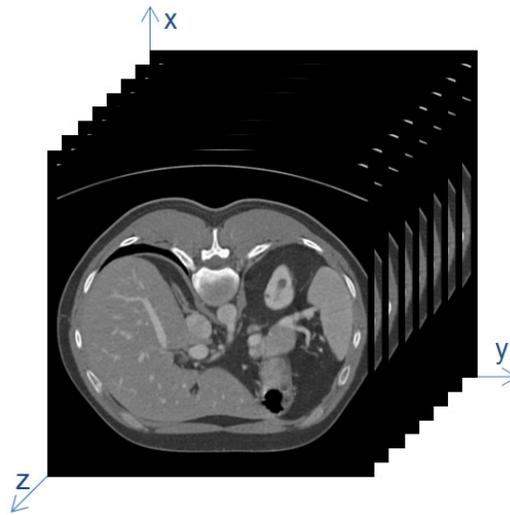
CT exame representado como uma imagem 3D.
